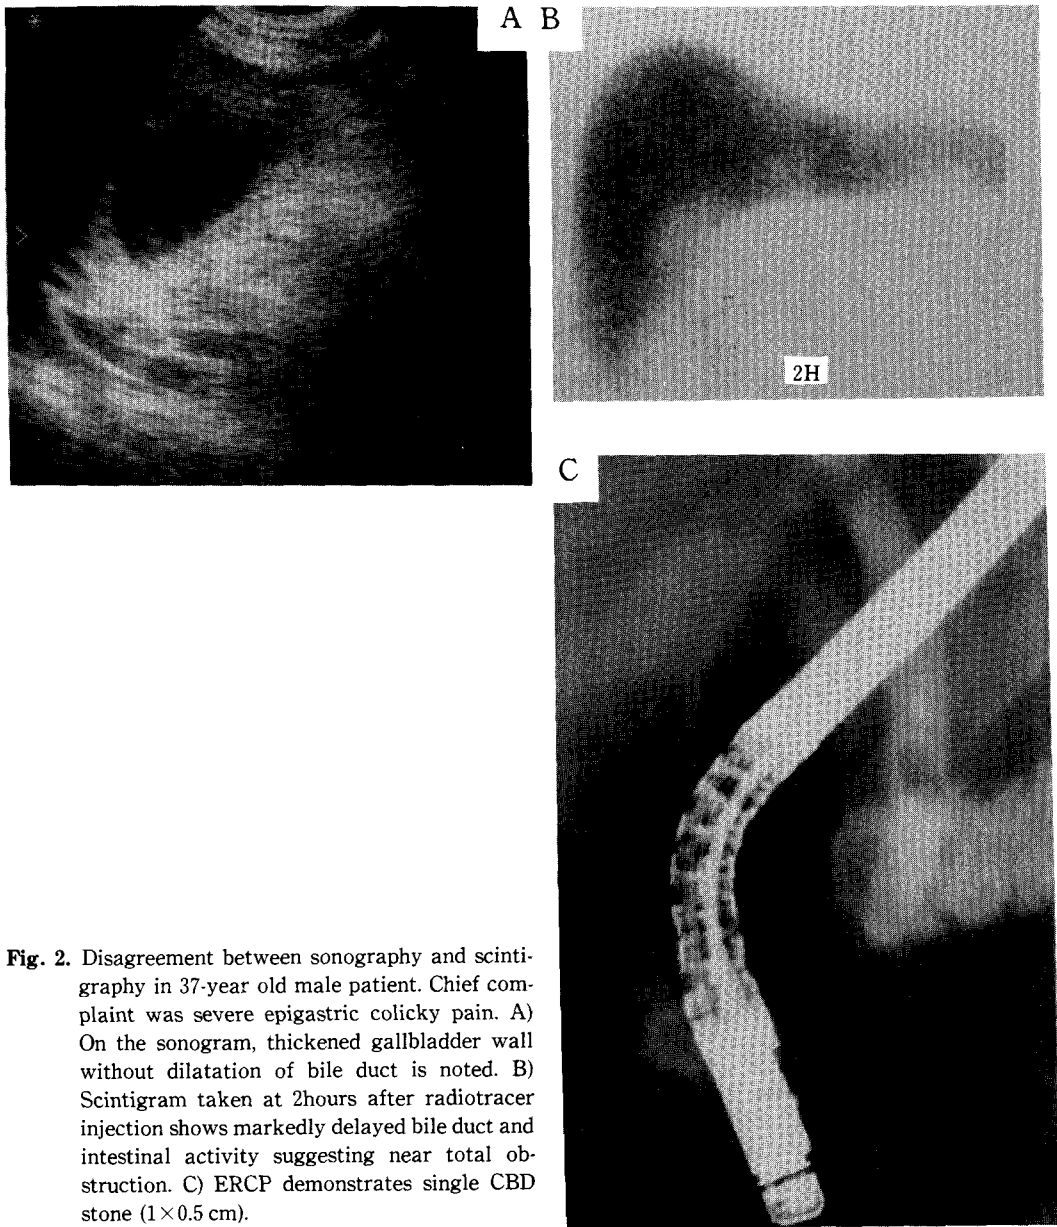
Disagreement between sonography and scintigraphy in 37-year old male patient. Chief complaint was severe epigastric colicky pain. A) On the sonogram, thickened gallbladder wall without dilatation of bile duct is noted. B) Scintigram taken at 2hours after radiotracer injection shows markedly delayed bile duct and intestinal activity suggesting near total obstruction. C) ERCP demonstrates single CBD stone (1×0.5 cm).
